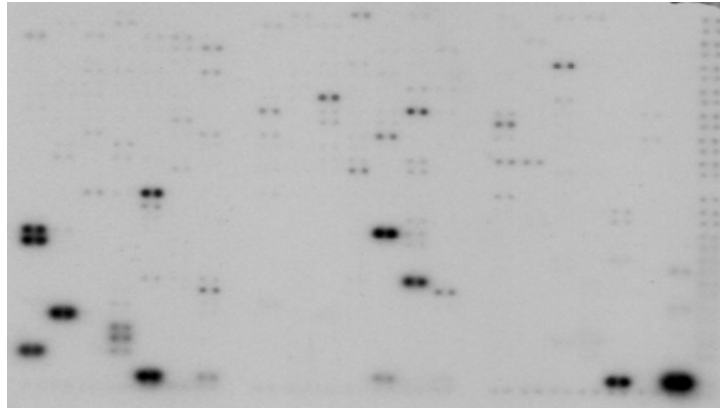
Beispiel eines Röntgenfilms zur densitometrischen Auswertung:
